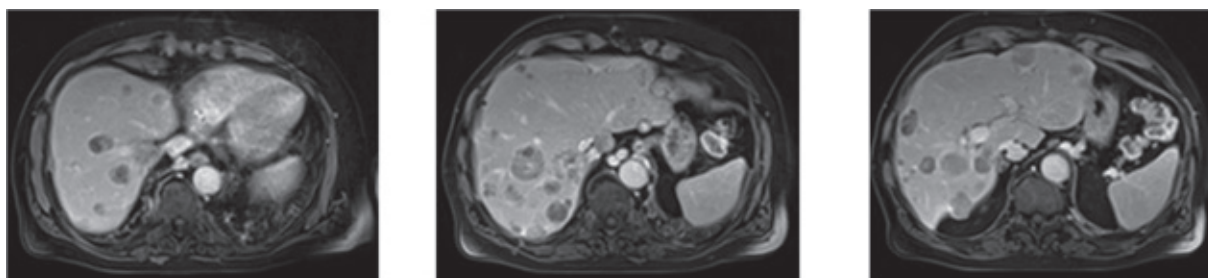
Состояние после третьего сеанса ТАХЭ. МРТ органов брюшной полости в аксиальной проекции, постконтрастные T_1 -ВИ в портальную фазу. Неравномерное контрастирование опухолевых узлов в обеих долях аллотрансплантата печени. Размеры метастазов без существенной динамики (стабилизация)
